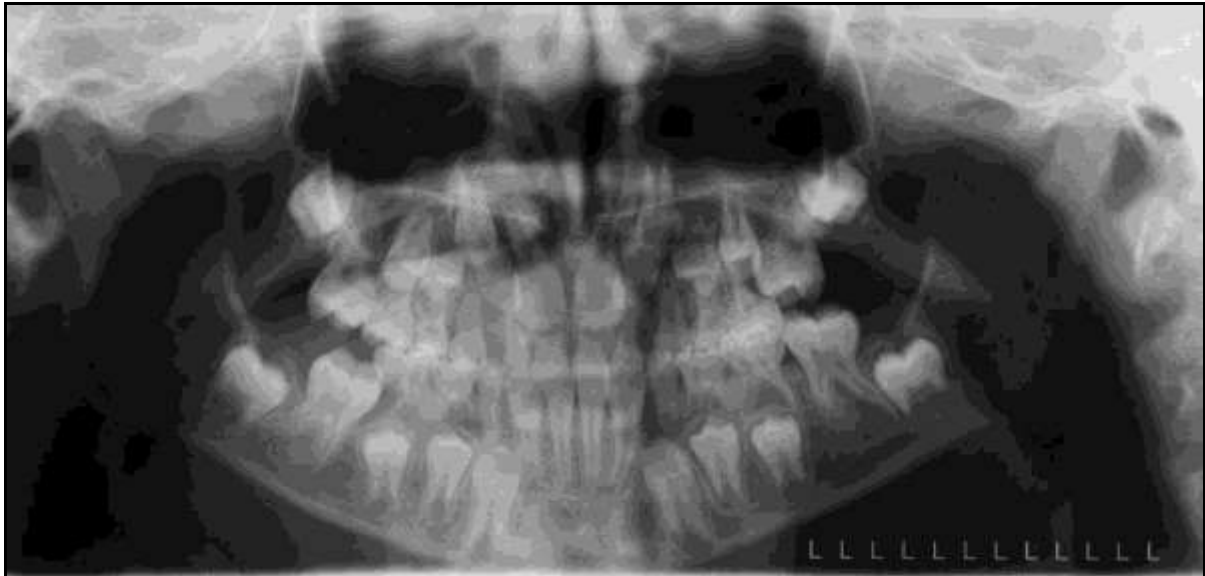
Orthopantomogramme du 17/10/2007 confirmant le retard d'éruption de 46 et l'obstacle mécanique constitué par 65 pour 26 (D'après J.P. Perrin).
